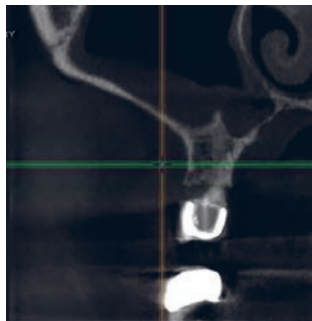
КТ-картина костного выступа в полости верхнечелюстной пазухи
